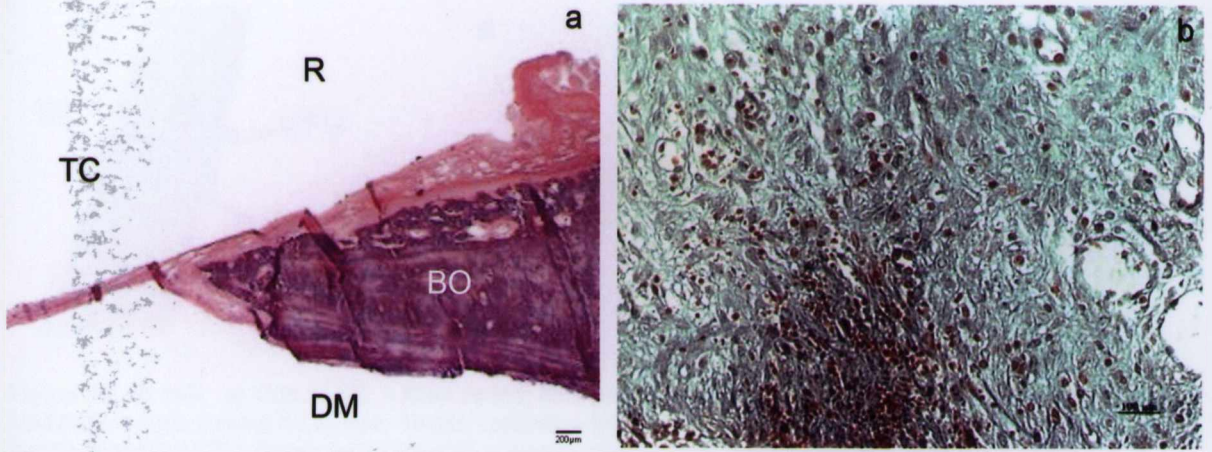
GI 7D. a) HE - Aspecto da borda do defeito, com proliferação óssea reparativa.; b) MASSON – Área central do defeito com hemorragia, edema e vasos sanguíneos. Legenda: Retalho (R); Tecido Conjuntivo (TC); Dura-máter (DM); Borda Óssea (BO).
